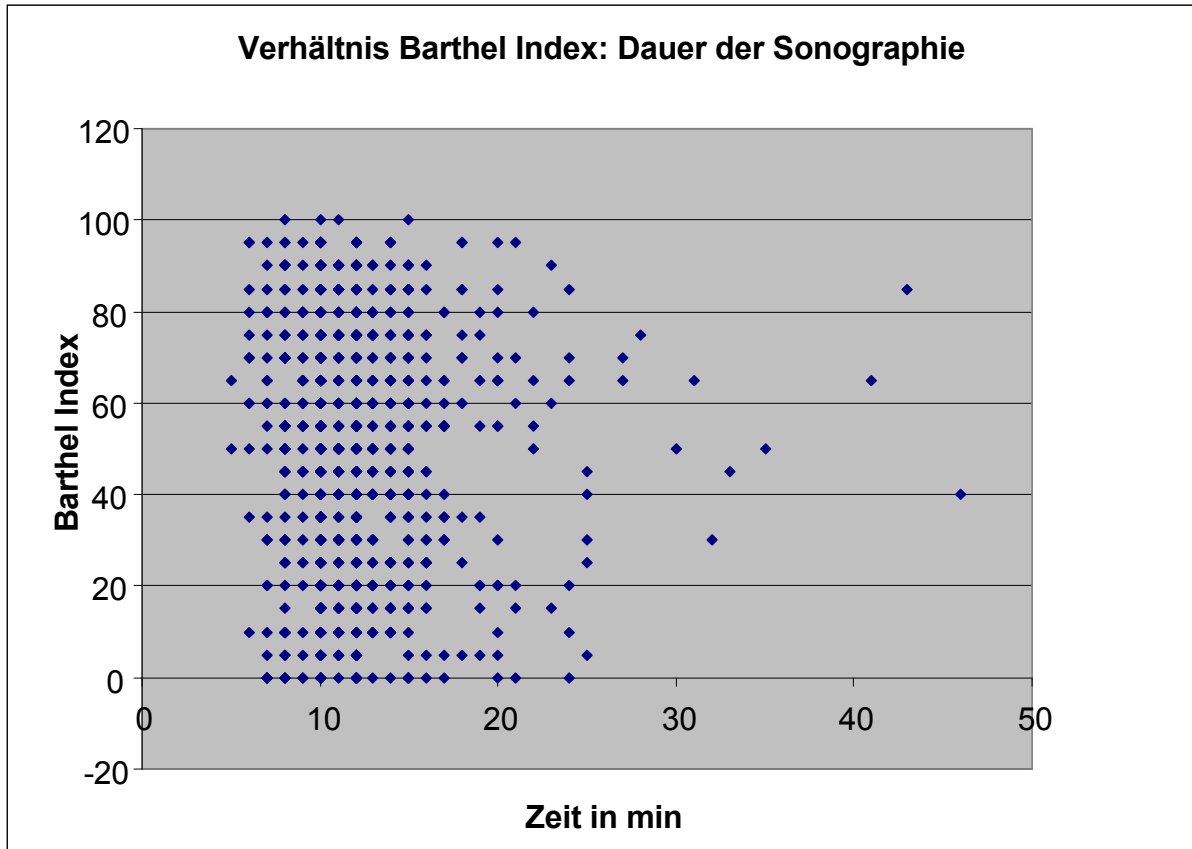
Verhältnis Barthel- Index : Dauer der Sonographie
